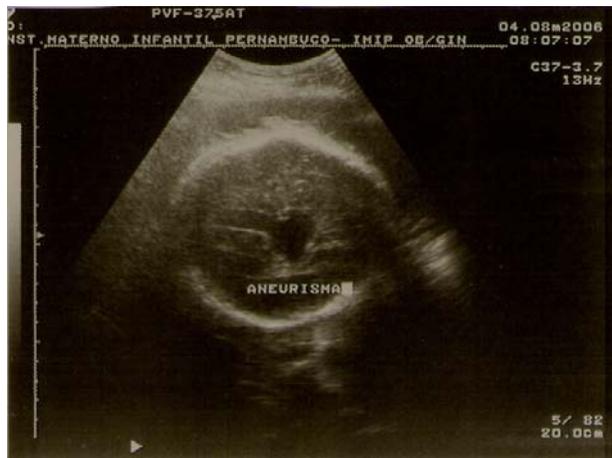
Ultra-sonografia do pólo cefálico no feto 2, apresentando imagem anecóica de contorno alongado e sacular, em forma de raquete, na região mediana do cérebro
